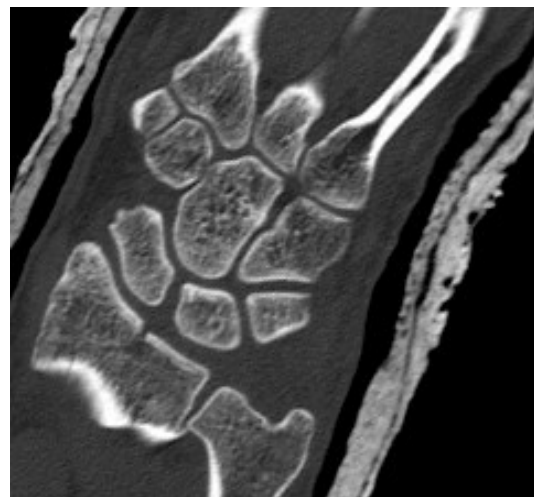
CT frontal 1 Woche posttraum.
